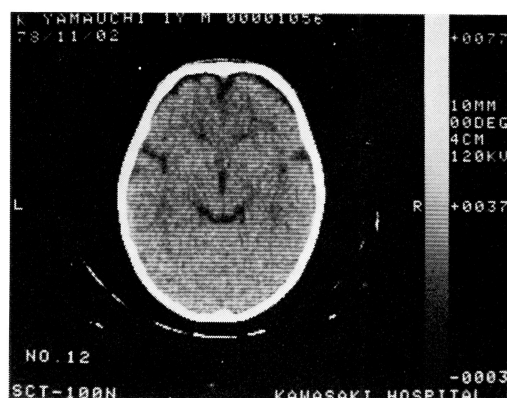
Case 2. Normal CT in a 1 year and 2 month-old female infant
